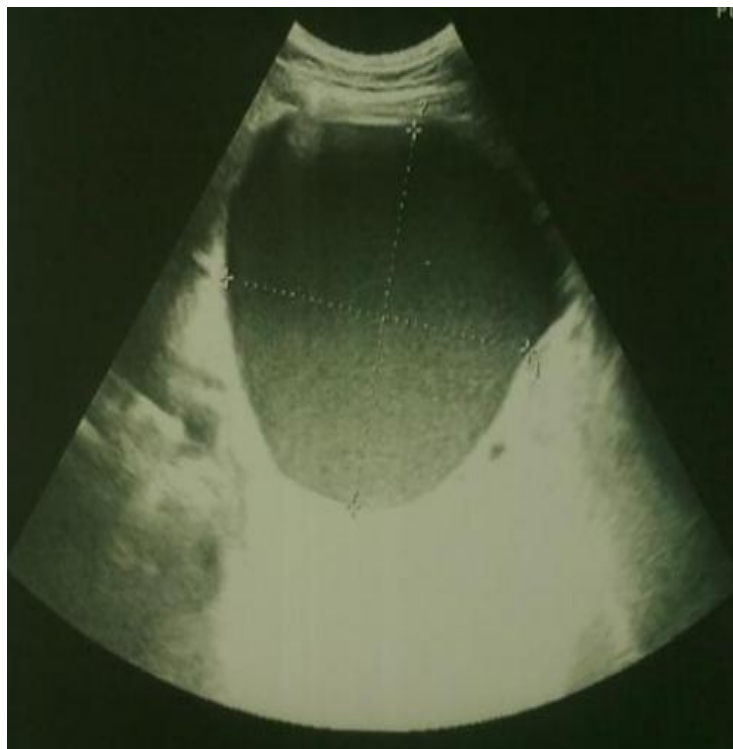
échographie abdominale montrant un pseudokyste du pancréas mesurant 12 cm de grand axe.
